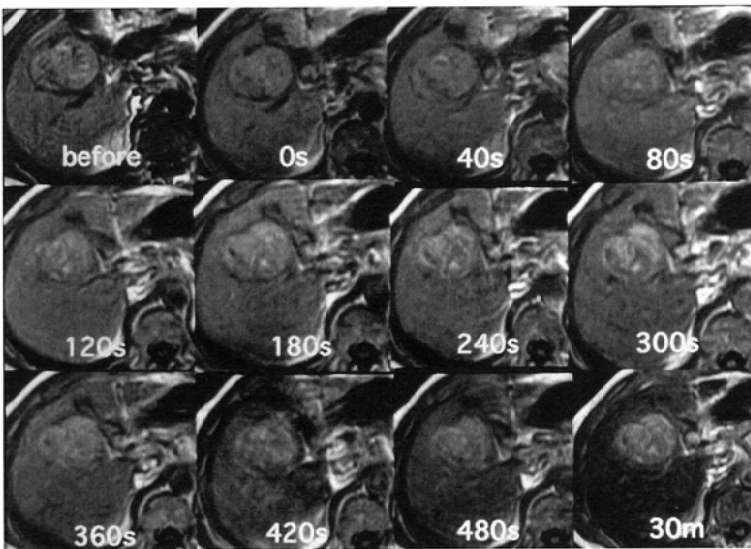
A 61-year-old man with hypervascular hepatocellular carcinoma. Tumor enhancement in early phase could not be recognized in T1 dynamic MRI.
